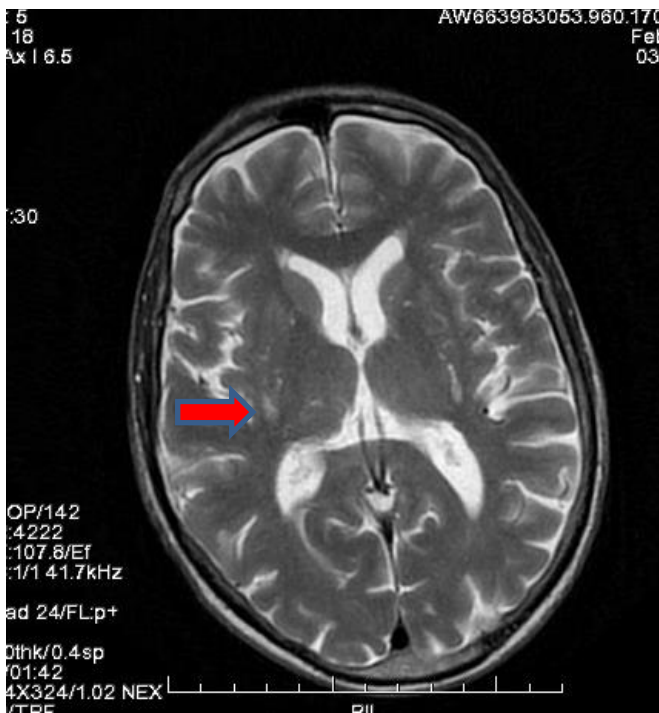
МРТ головного мозга- очаговые церебральные изменения сосудистого характера- микроангиопатии
